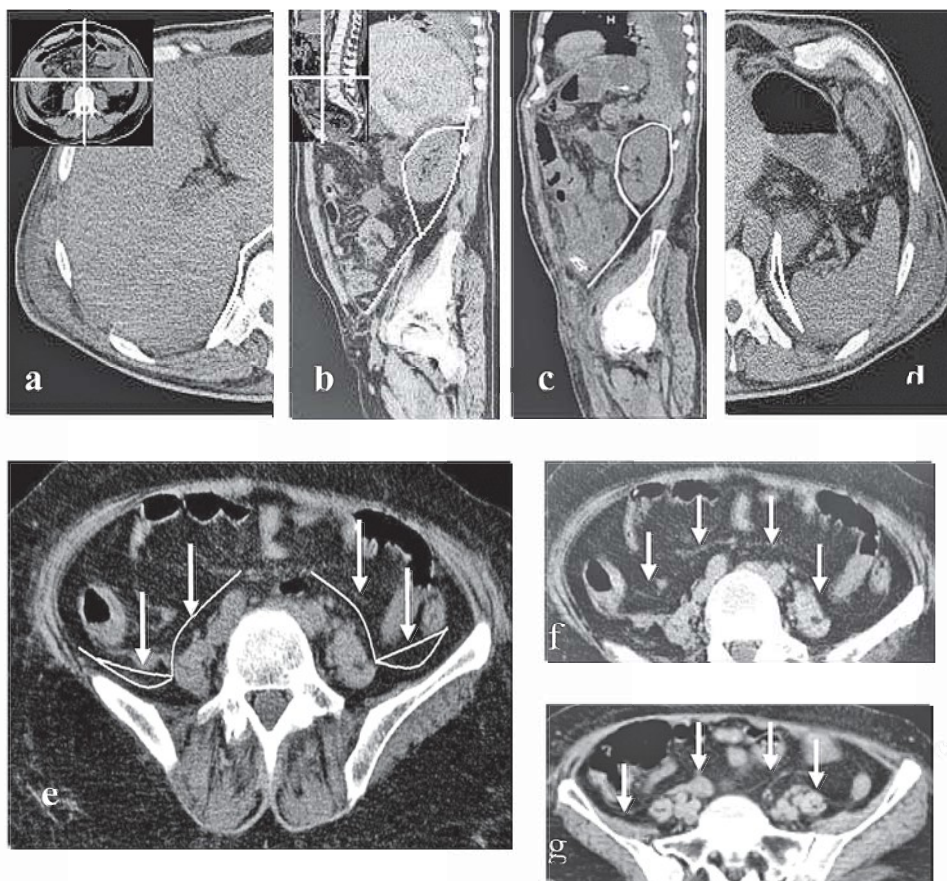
Imagini TC ale spațiului retroperitoneal: săgețile indică începutul (a, d), extinderea și direcția (b, c, e), continuitatea retroperitoneului (e, f, g) în bazinul mic.
